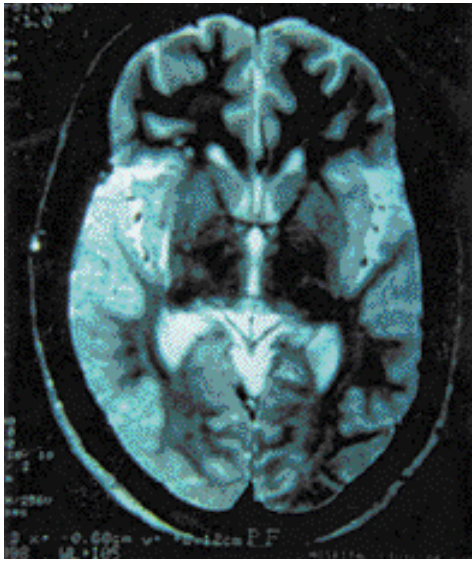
RM axial en T2 con lesiones serpengiformes córtico-subcorticales fronto-temporo-parieto-occipitales derechas e insular izquierda sin efecto de masa.
